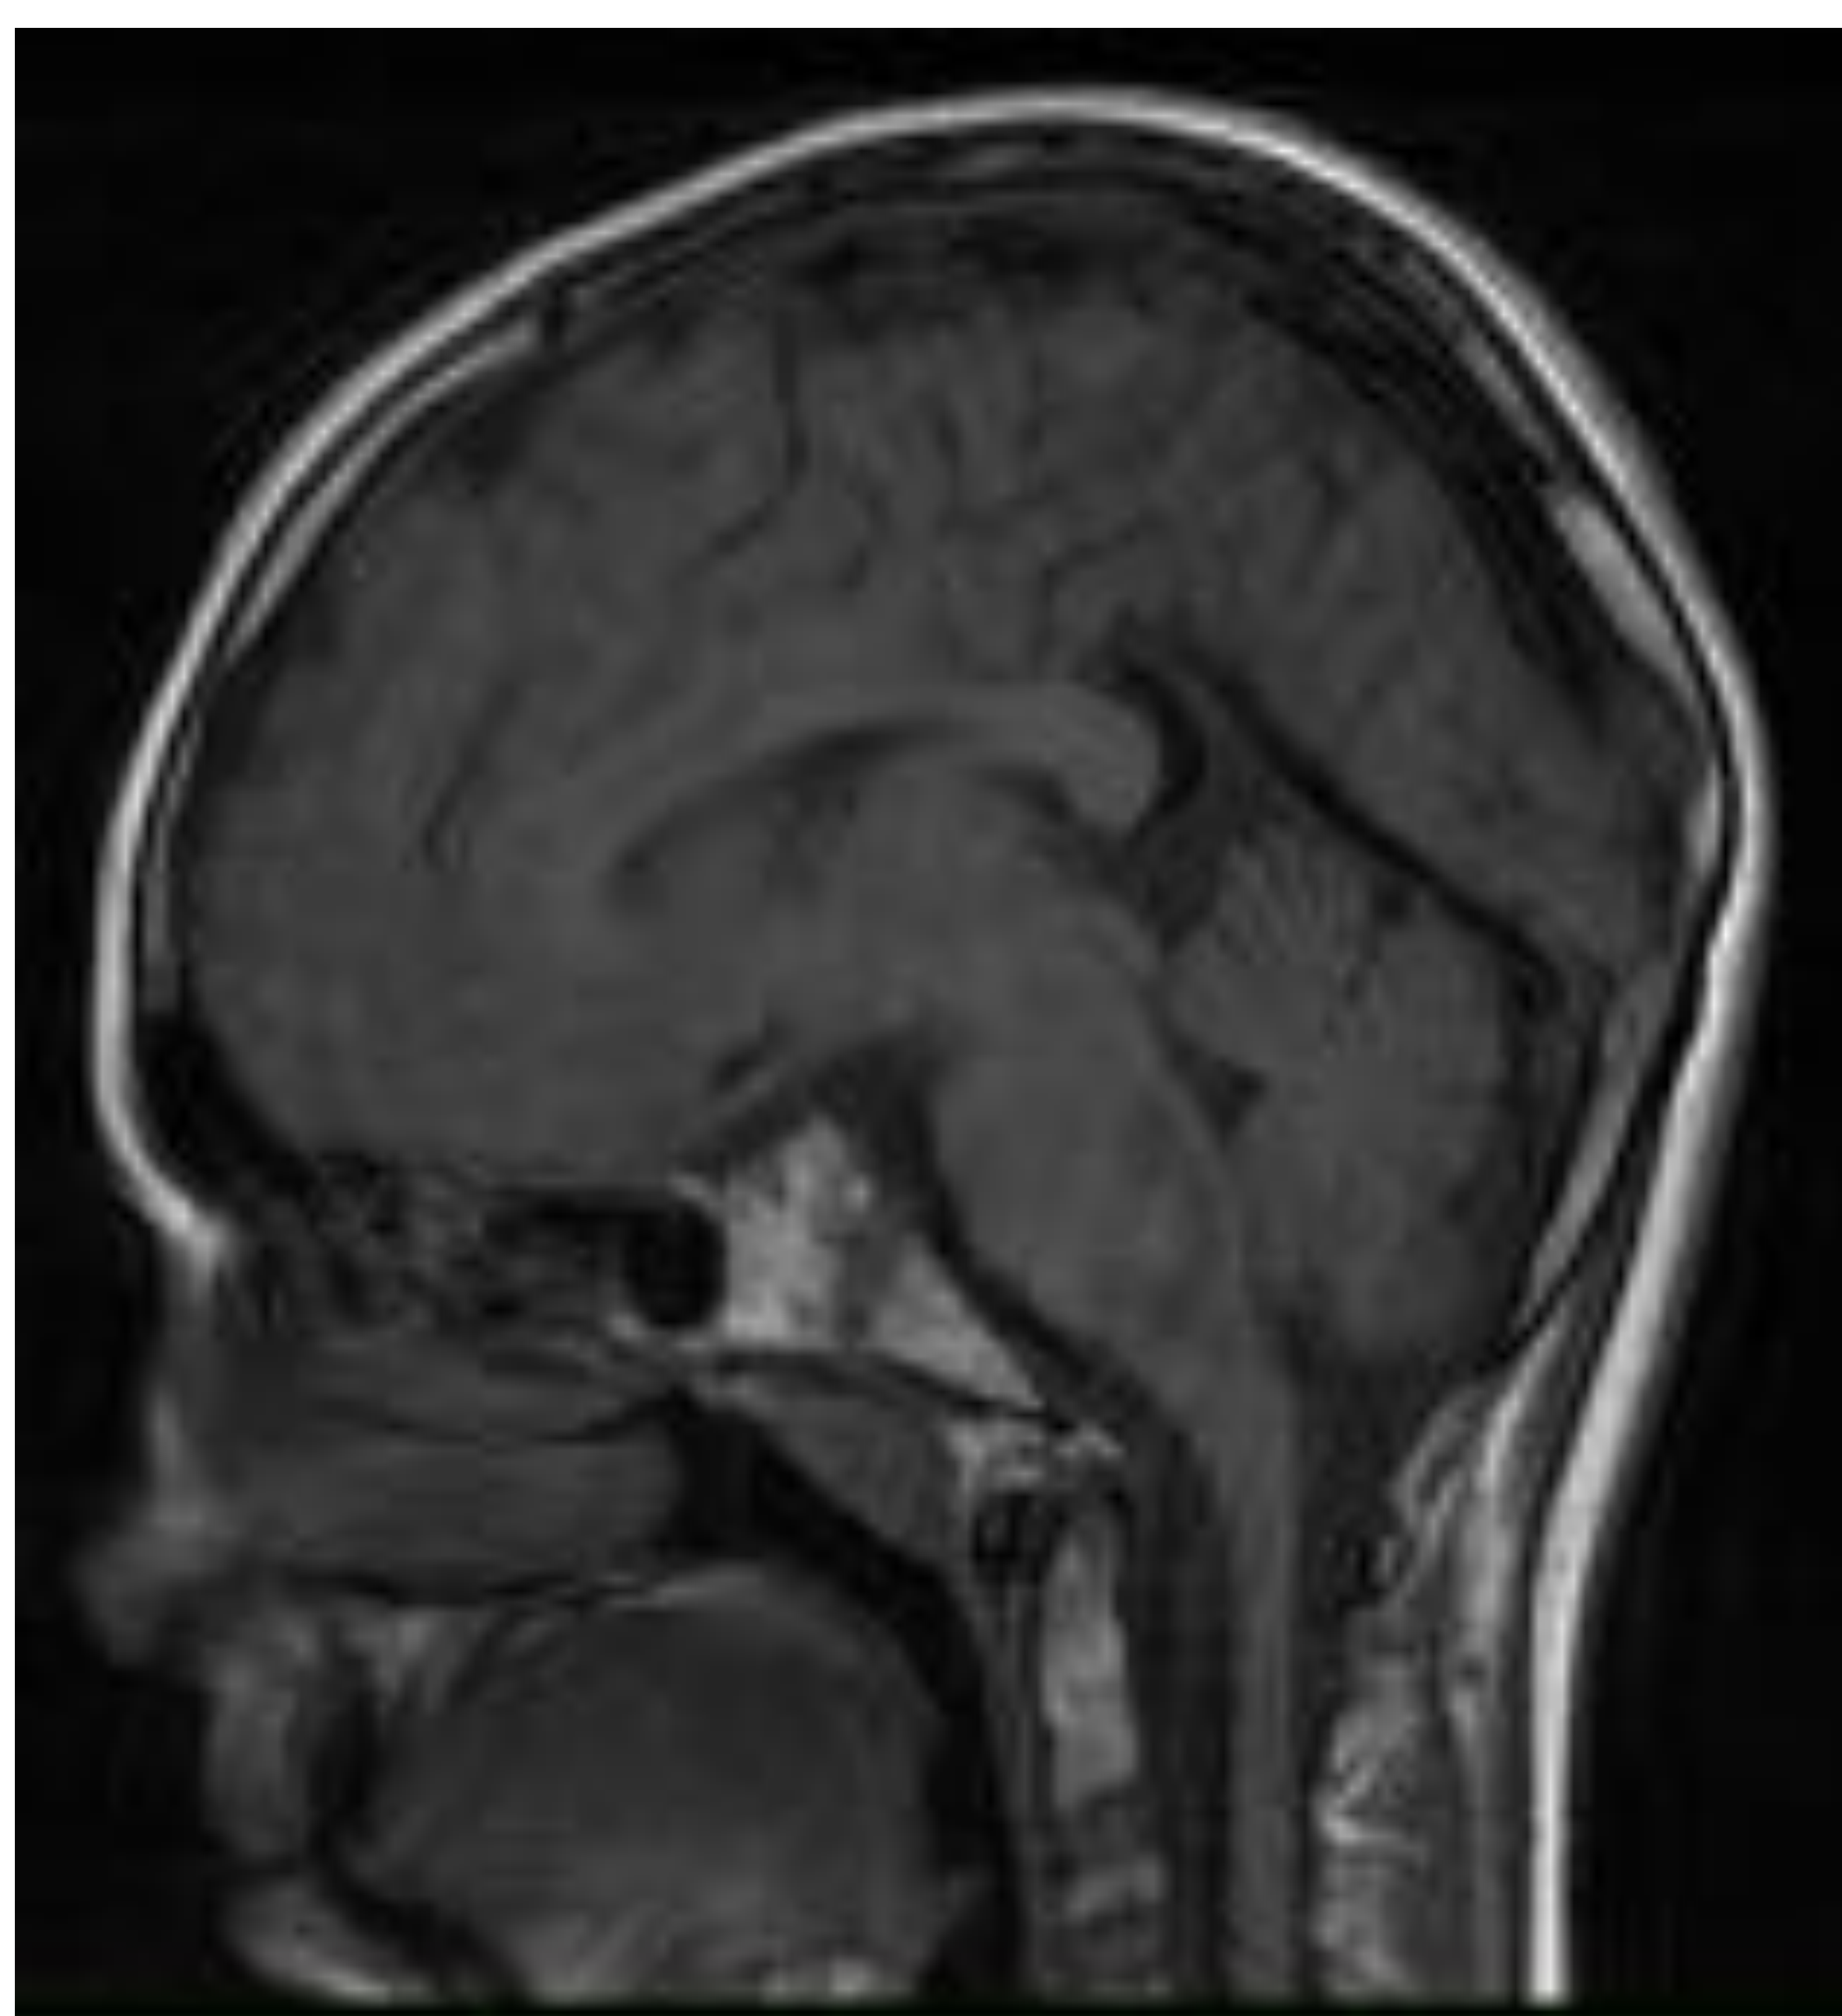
TC axial sin civ. RM: T1 sagital, T2 axial, T2* axial
